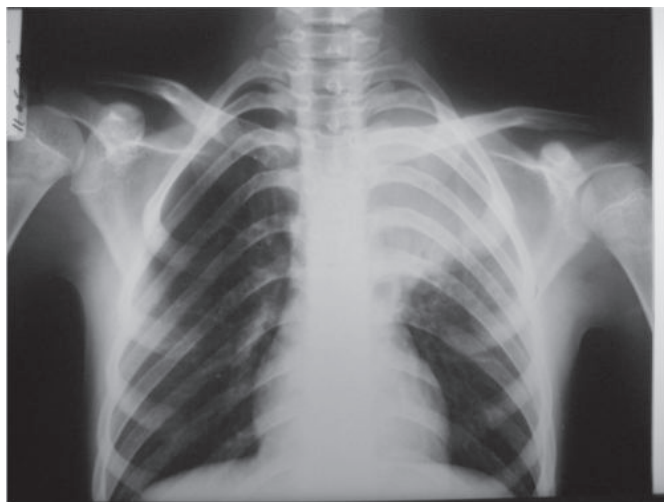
Рентгенограмма больного У. на 9-й день лечения в стационаре.
